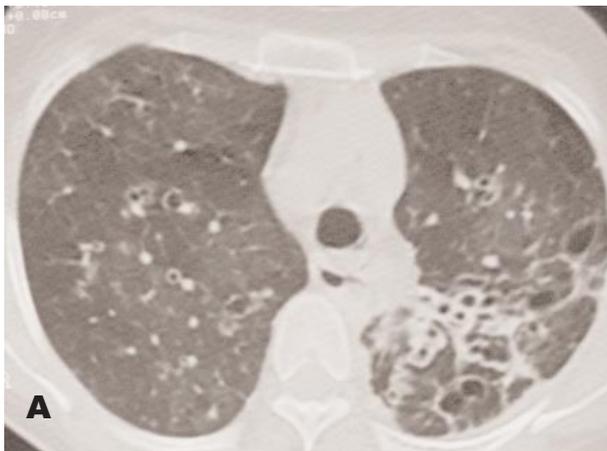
A. TAC de Tórax de la paciente en la cual se aprecias bronquiectasias cilíndricas y saculares (flecha larga) de predominio izquierdo. En el lado derecho se observan imágenes en anillo de sello, típico de la presencia de bronquiectasias donde el anillo corresponde al bronquio dilatado y el sello a la arteria acompañante. B. Se visualizan bronquiectasias cilíndricas. C. Situs inverso. La imagen hepática presente al lado izquierdo de la paciente.
